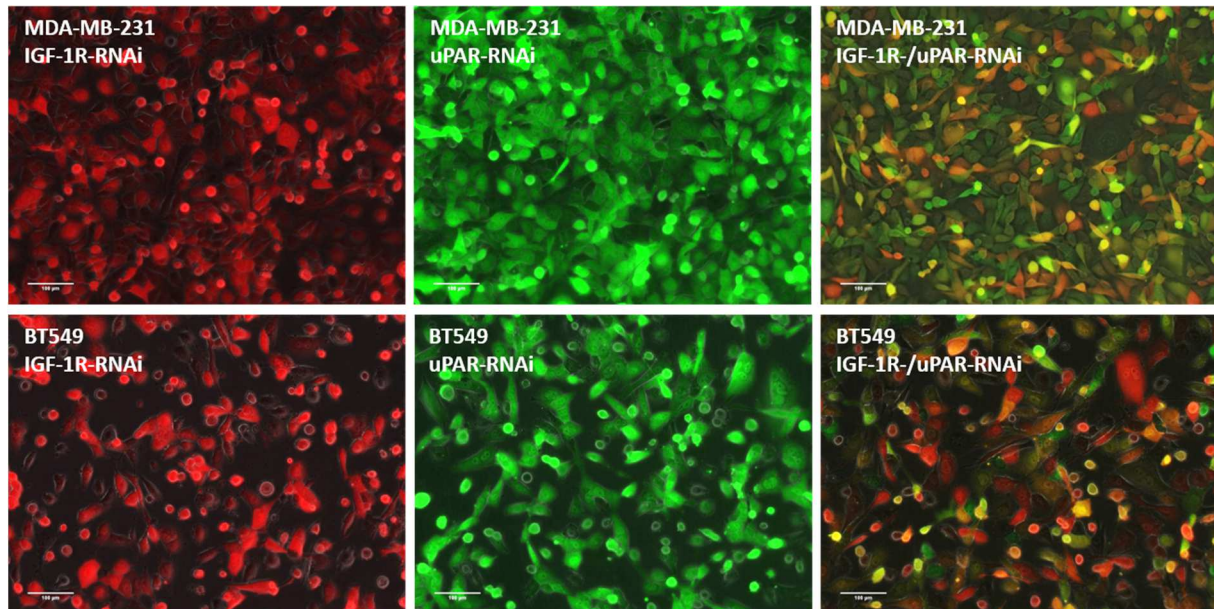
Fluoreszierende MDA-MB-231- und BT549-Zellen nach Transduktion der Zellen mit lentiviralen Vektoren
